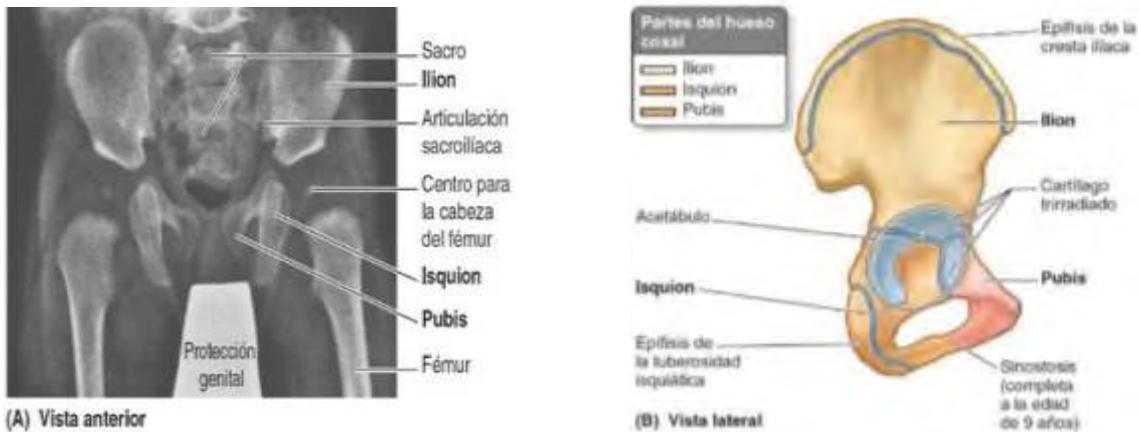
Partes del hueso coxal. A) Radiografía anteroposterior de las caderas de un lactante que muestra las tres partes de los coxales (ilíon, isquion y pubis) incompletamente osificadas. B) Hueso coxal derecho de un muchacho de 13 años que muestra el cartílago trirradiado en forma de Y
